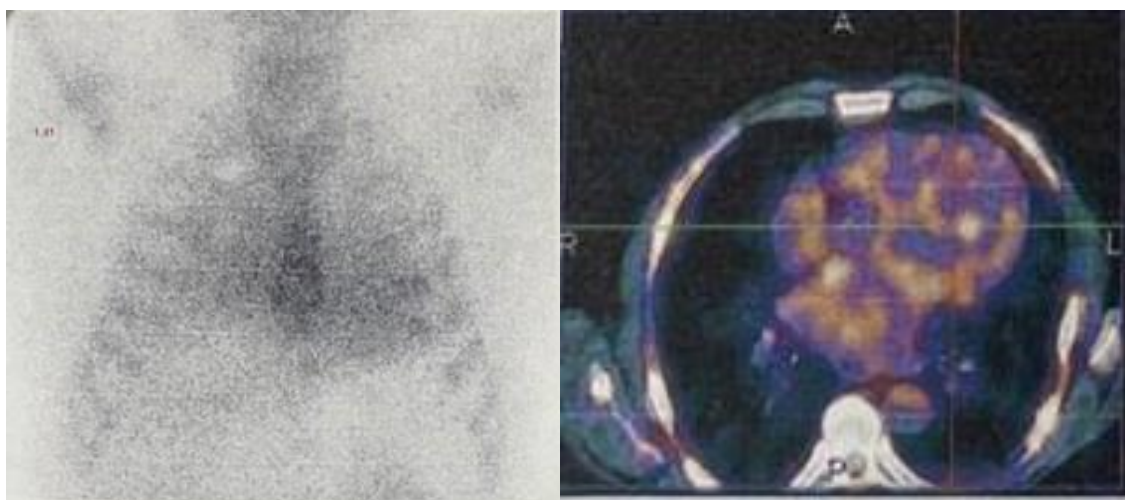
Данные планарной сцинтиграфии (а) и ОЭКТ (б) пациента Р. на амбулаторном этапе
